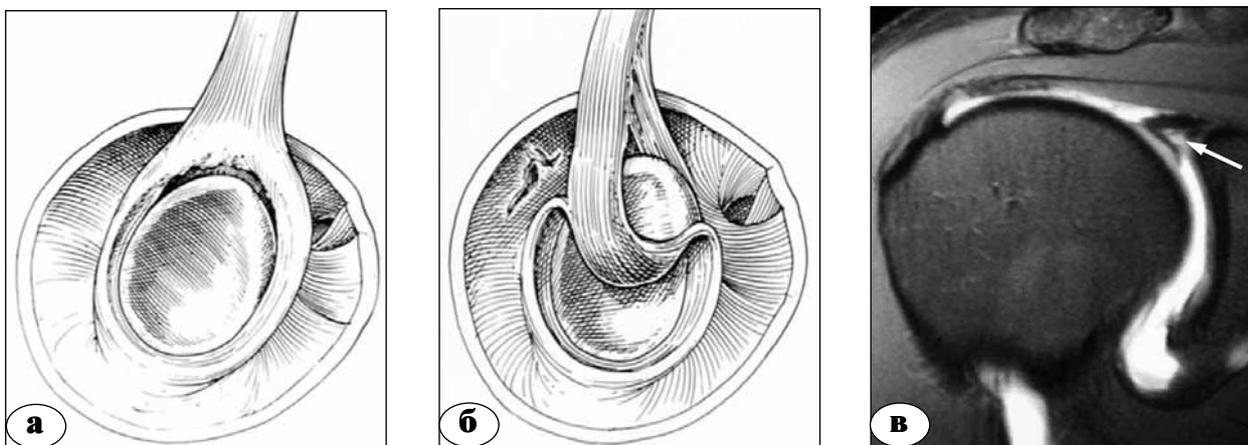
SLAP: тип II: а – сагиттальный вид; б – фронтальный срез; в – МРТ, корональная проекция
